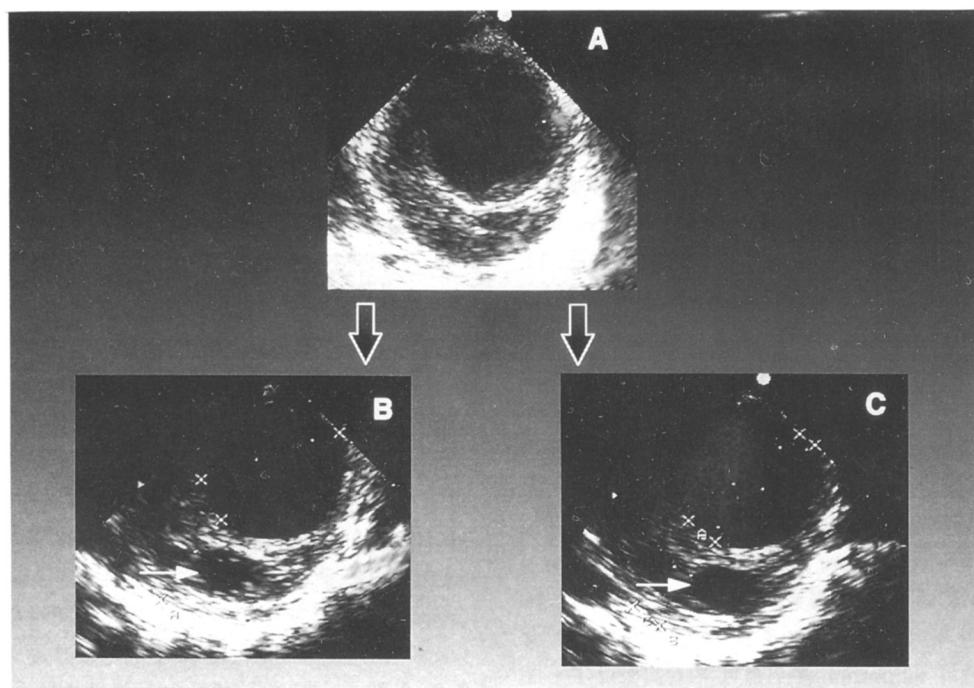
Transesophageal two-dimensional echocardiograms of case No. 1 showing aortic wall thickening indicating intramural hematoma(A) and expansion of the hematoma in follow-up study(B and C) taken 6 days after the first study. Note increased thickness of aortic wall thickening(from 1.0cm to 1.7cm) with multiple echo-lucent cavitary areas(B) without blood flow communication(C).
